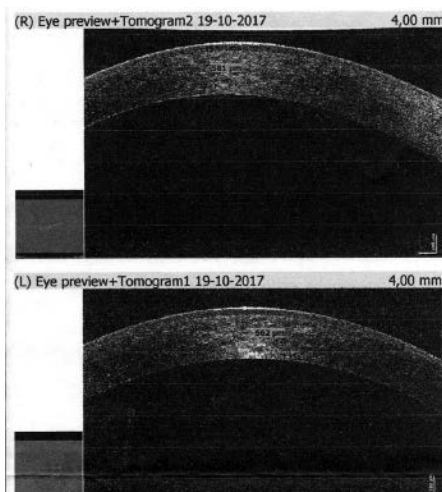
Оптична когерентна томографія переднього відділу ока (2017 р.)
